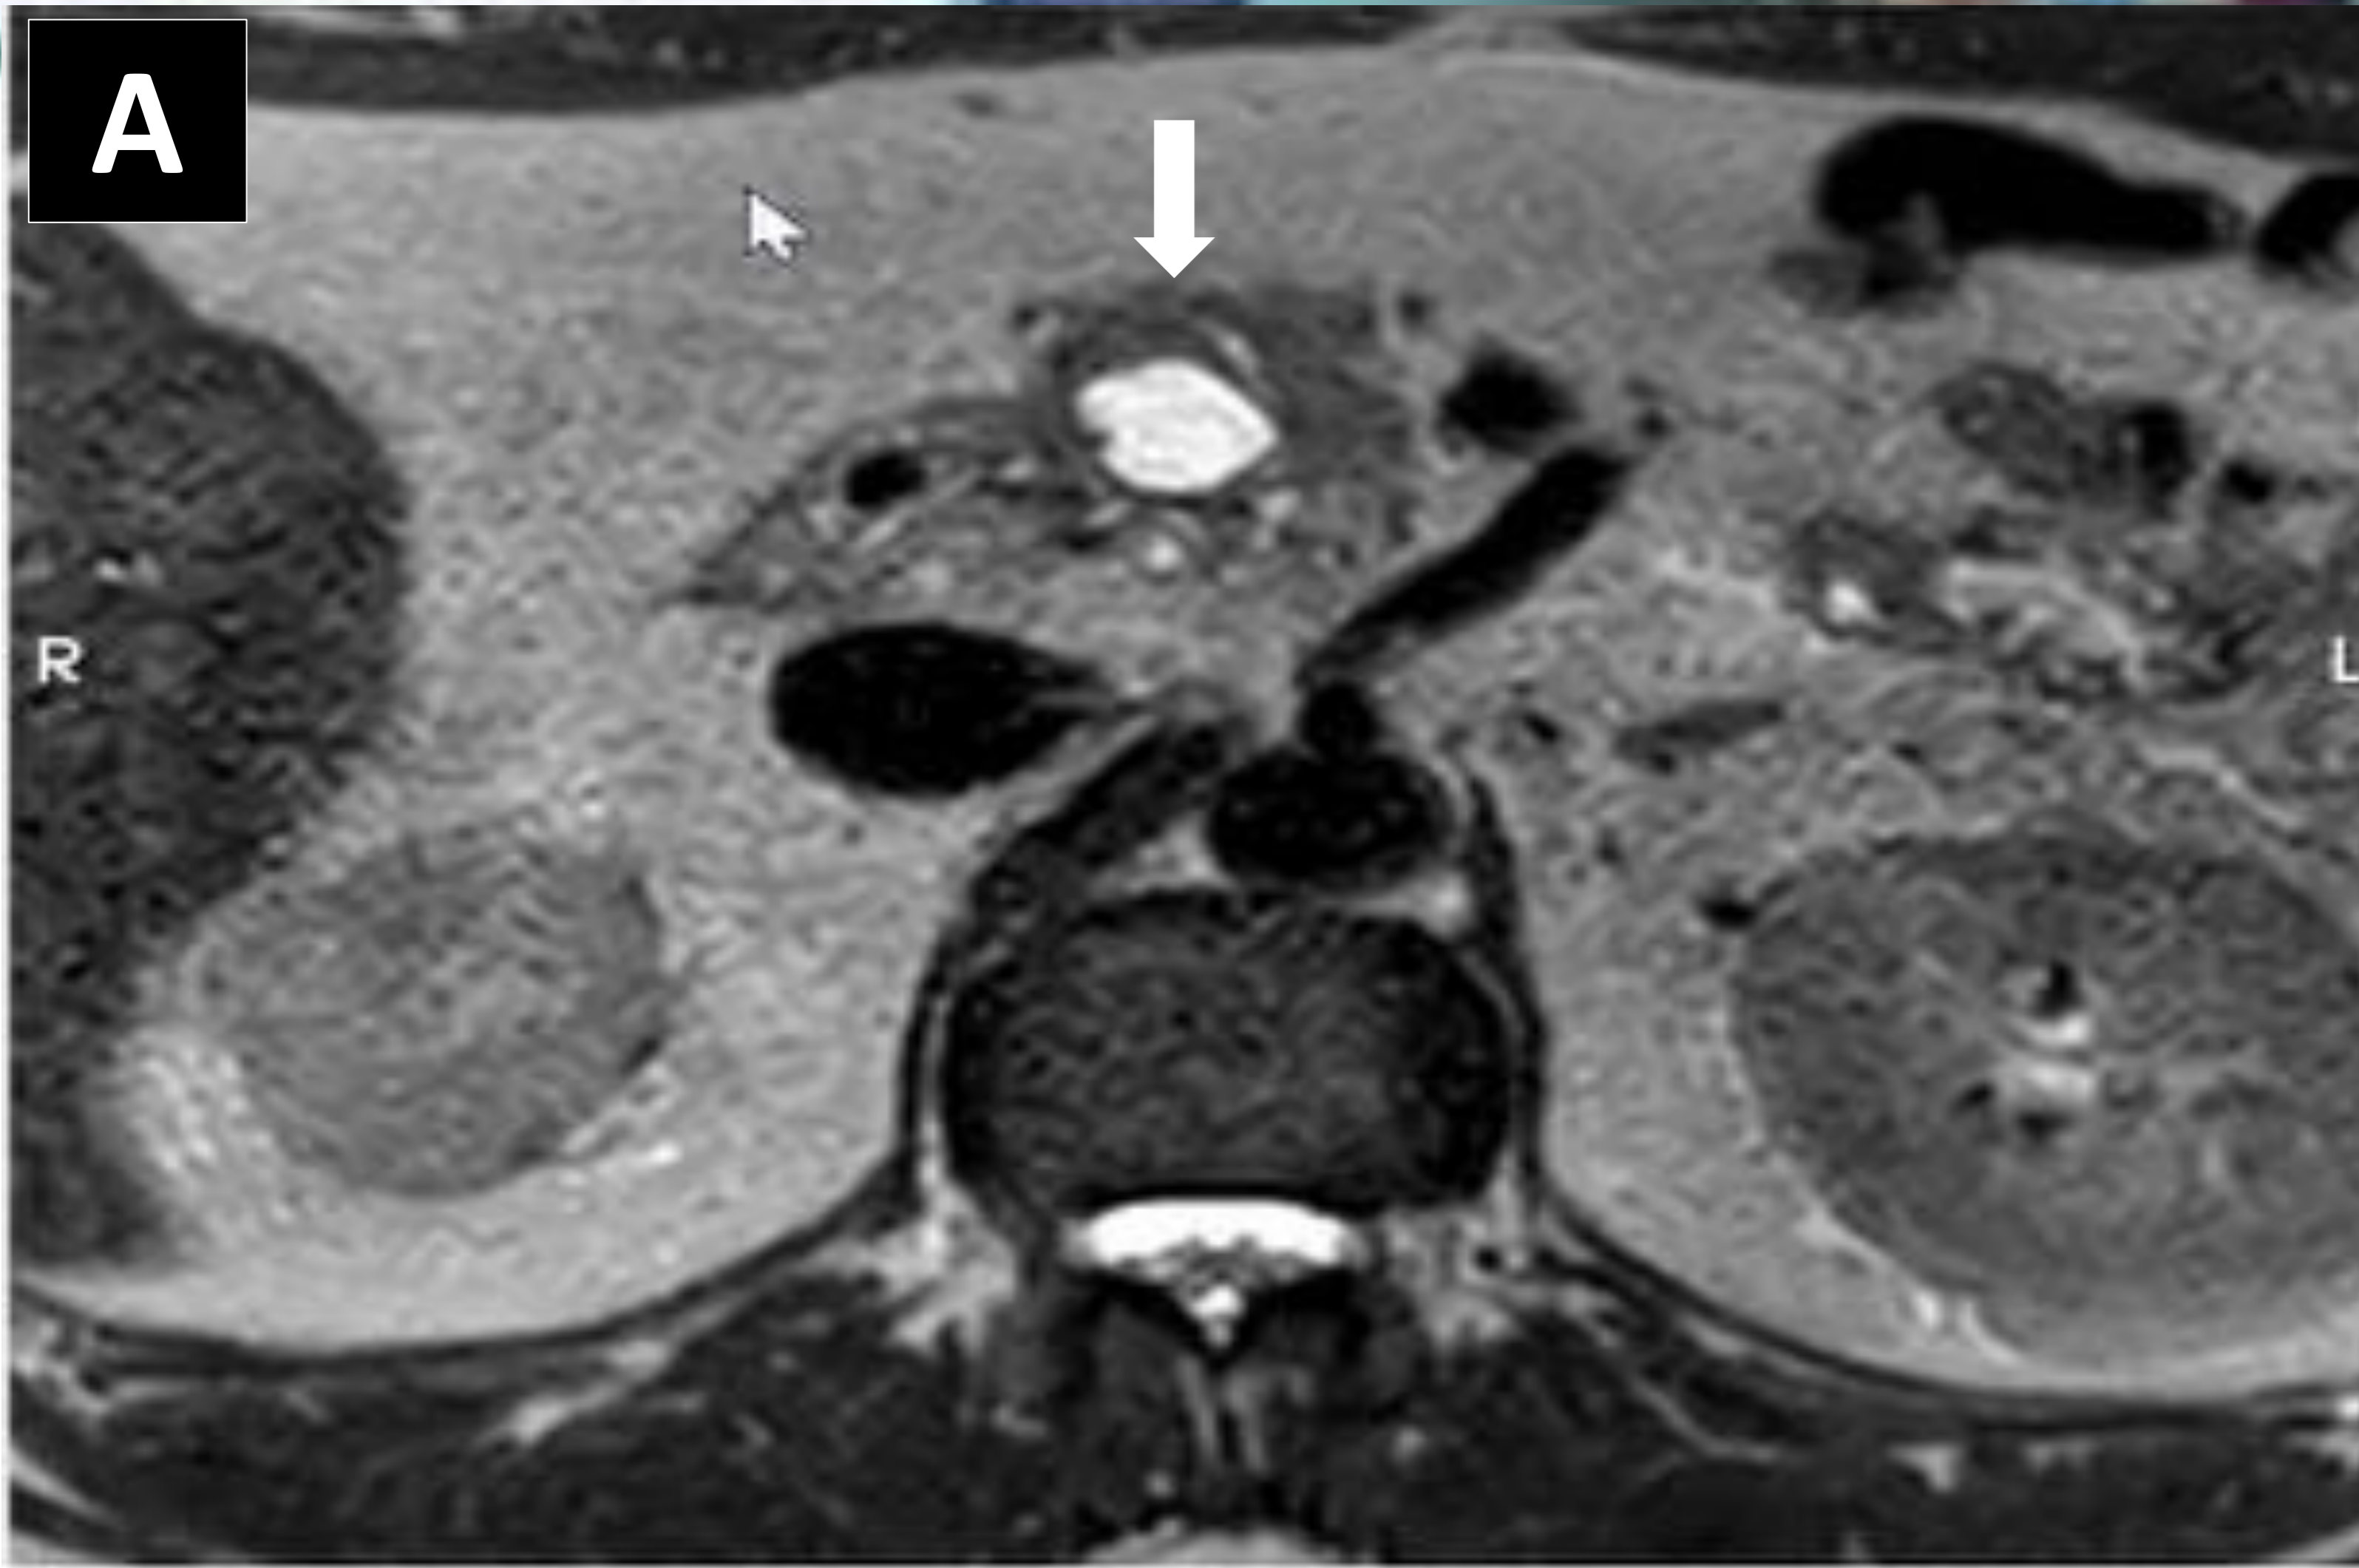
TPMI DE RAMA SECUNDARIA CON DEGENERACIÓN A ADENOCARCINOMA Y METÁSTASIS HEPÁTICAS. Paciente varón de 61 años de edad con antecedente de ex-enolismo crónico, tabaquismo activo, diabetes mellitus insulino dependiente y pancreatitis crónica. En la RM potenciada en T2 TSE (A) se observa una lesión hiperintensa, bien delimitada en la cabeza del páncreas, que en el estudio dinámico con medio de contraste en fase portal (B) demuestra la ausencia de nódulos intralesionales por lo cual se sugiere el diagnóstico de TPMI de rama secundaria (flechas blancas). El aspecto en TC en fase portal (C) es el de una lesión hipodensa, bien delimitada, y rodeada de parénquima pancreático normal (flechas rojas). El paciente desarrolló ictericia obstructiva por lo cual se realizó un control posterior también con TC en fase portal (D) que evidencia desestructuración de la lesión con aparición de tejido sólido en su margen posterior que es mal delimitado e hipocaptante (flecha amarilla) respecto al páncreas normal (flecha roja) compatible con la presencia de adenocarcinoma sobre TPMI de rama secundaria. En TC en corte coronal (E) se evidencia que la lesión sospechosa, asocia la aparición de dilatación tanto del conducto pancreático principal (cabeza de flecha amarilla) como de la vía biliar intra/extrahepática (Línea blanca). Con estos hallazgos, se realizó EUS y PAAF que confirmaron el diagnóstico de adenocarcinoma sobre TPMI de rama secundaria con marcada atipia celular y ACE elevado. Posterior al inicio de quimioterapia neoadyuvante e inserción de prótesis biliar, se objetiva en estudio de control (F) lesiones focales hipodensas hepáticas (flechas negras) compatibles con metástasis de adenocarcinoma pancreático (Confirmado por biopsia).
